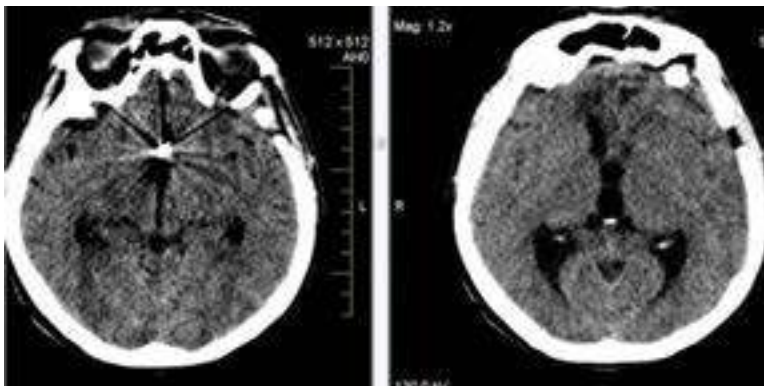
Examinarea CT postoperator
